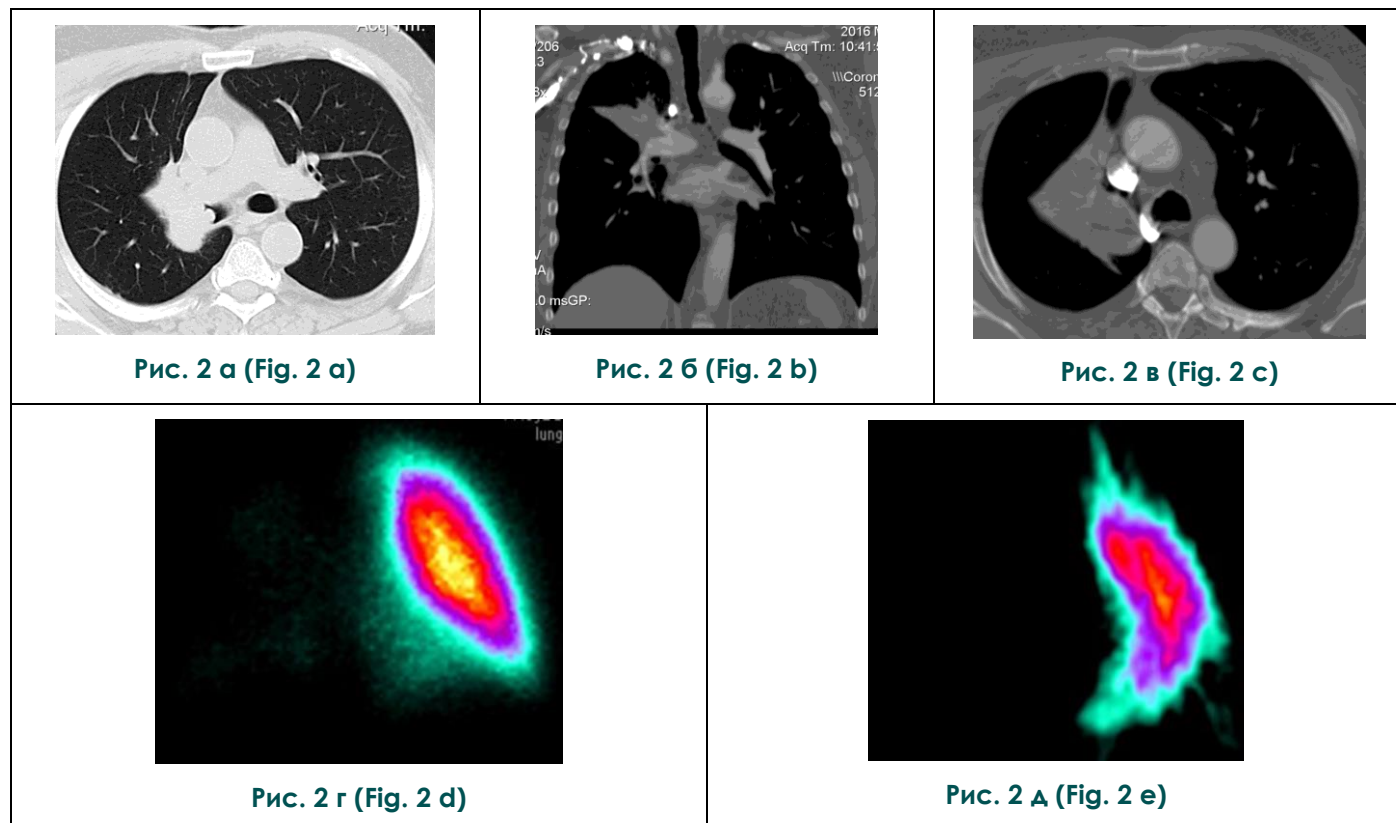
а - в - МСКТ органов грудной полости, г, д – ОФЭКТ с ^{99m}Tc -МАА.
